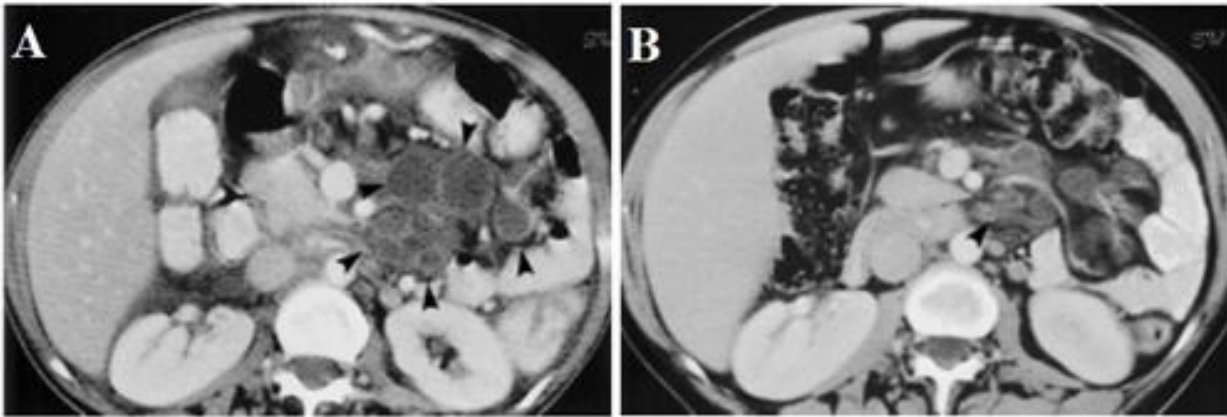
TDM abdominale avec injection de produit de contraste : (A) Nodules kystiques du mésentère (têtes de flèches) correspondant à des excavations ganglionnaires (B) :Contrôle après 1 mois de RSG : très nette régression en nombre et en taille des nodules (têtes de flèches, qui sont d'allure moins kystique [126]*
